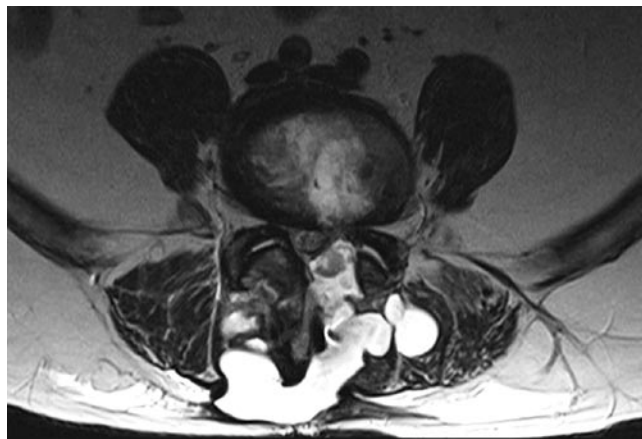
МРТ на 5 сутки после операции микродискэктомии L4-L5. Ликворная киста.
